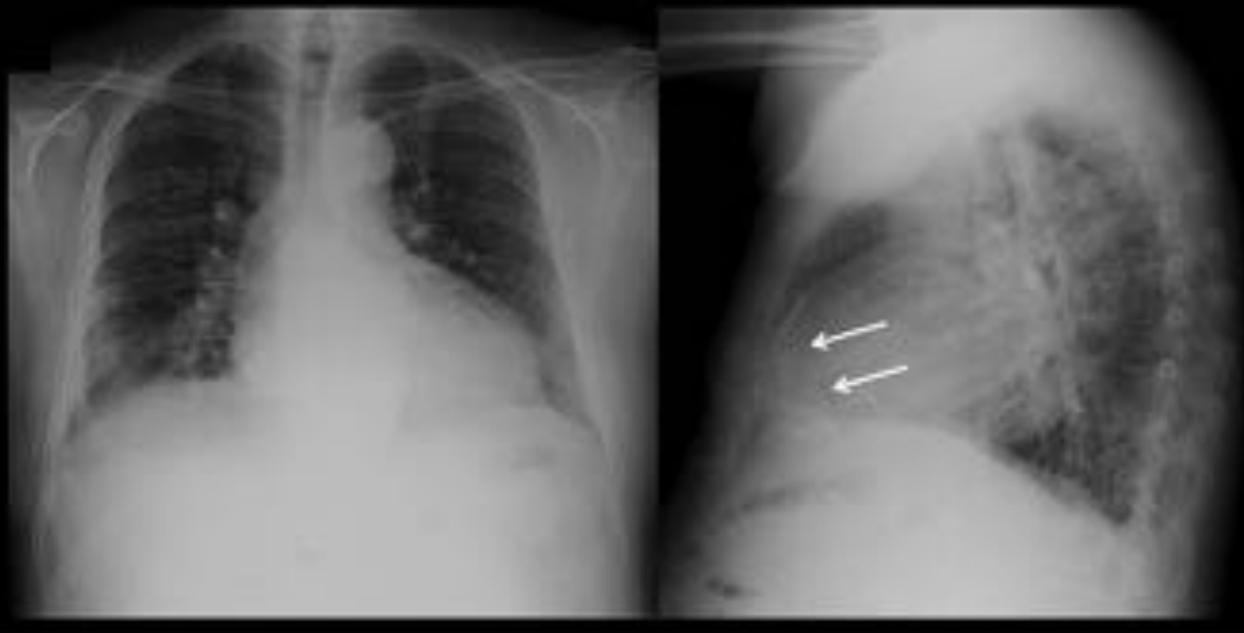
Derrame pericárdico. Aumento de la silueta cardíaca que adopta morfología "en garrafa". En la radiografía lateral se aprecia el signo de la banda pericárdica por detrás del esternón (flechas blancas). Es un signo específico pero poco frecuente. Leve derrame pleural bilateral.
